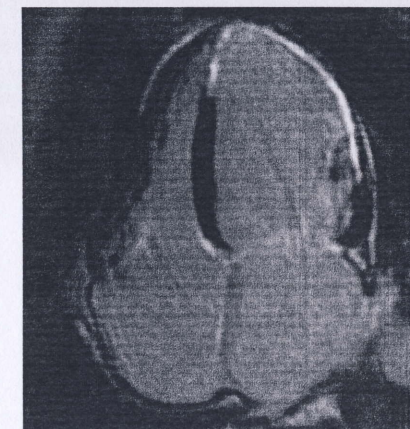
Ressonância magnética cardíaca (imagem de realce tardio)
